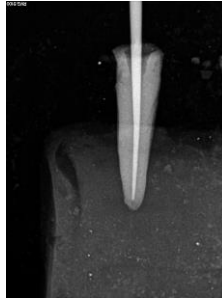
Cliché radiographique cône-en-place d'une dent naturelle.
